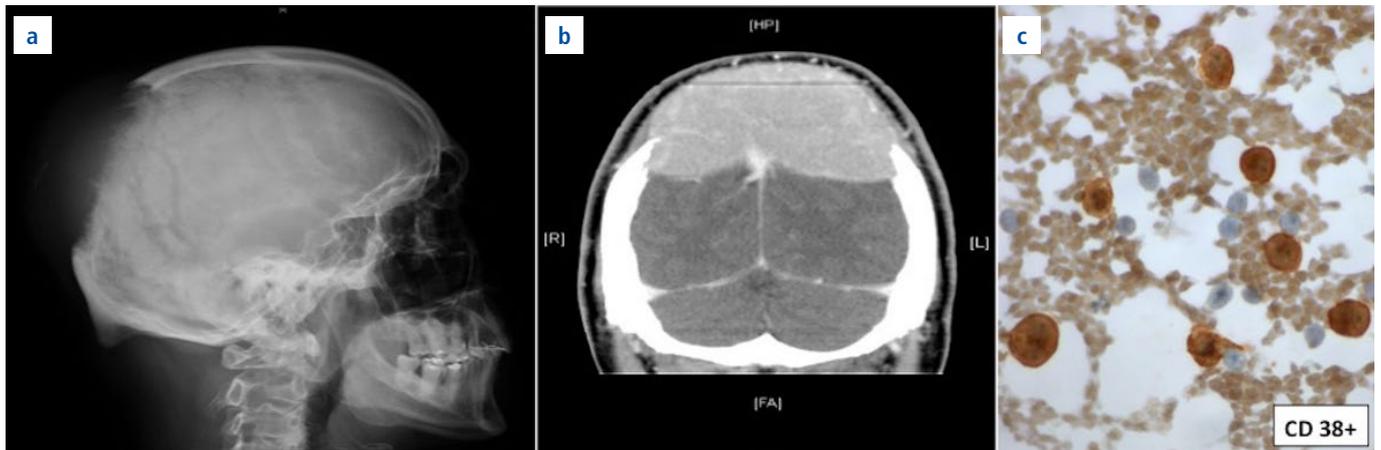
a) Radiografía simple de calota en la que se aprecia una lesión osteolítica única de gran tamaño. b) TAC, corte axial que muestra una masa sólida que provoca osteolisis del hueso occipital. c) Inmunohistoquímica con CD38 positiva para células plasmáticas.
